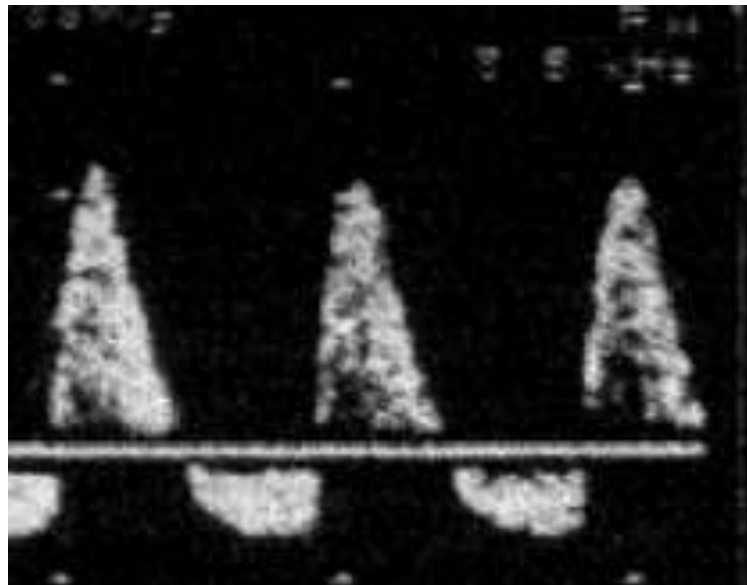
Sonograma de artéria umbilical revelando diástole reversa
